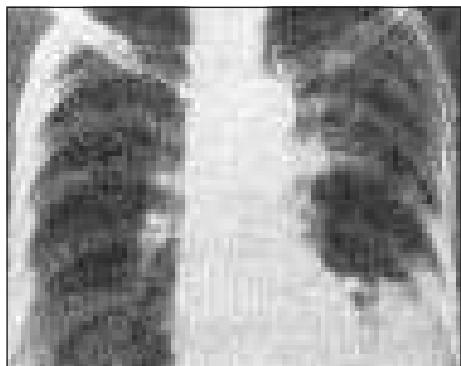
Рентгенограма. Гангрена нижньої долі лівої легені.
